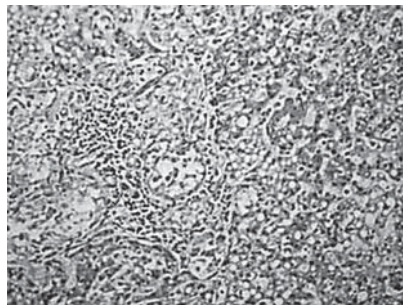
Очаговая інфільтрація КТ в ткани печени
